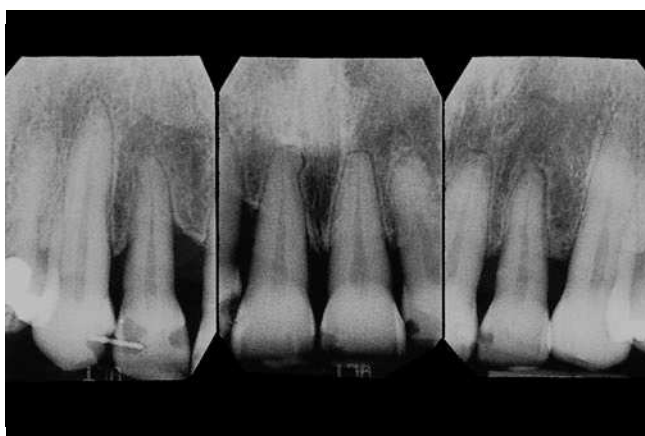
Radiografías de la fase de retención a los seis meses de la corrección ortodóncica: ausencia de reabsorción radicular y consolidación del reborde alveolar. Se utilizó un pin de titanio que unía el canino al incisivo lateral para lograr una estabilización permanente.
